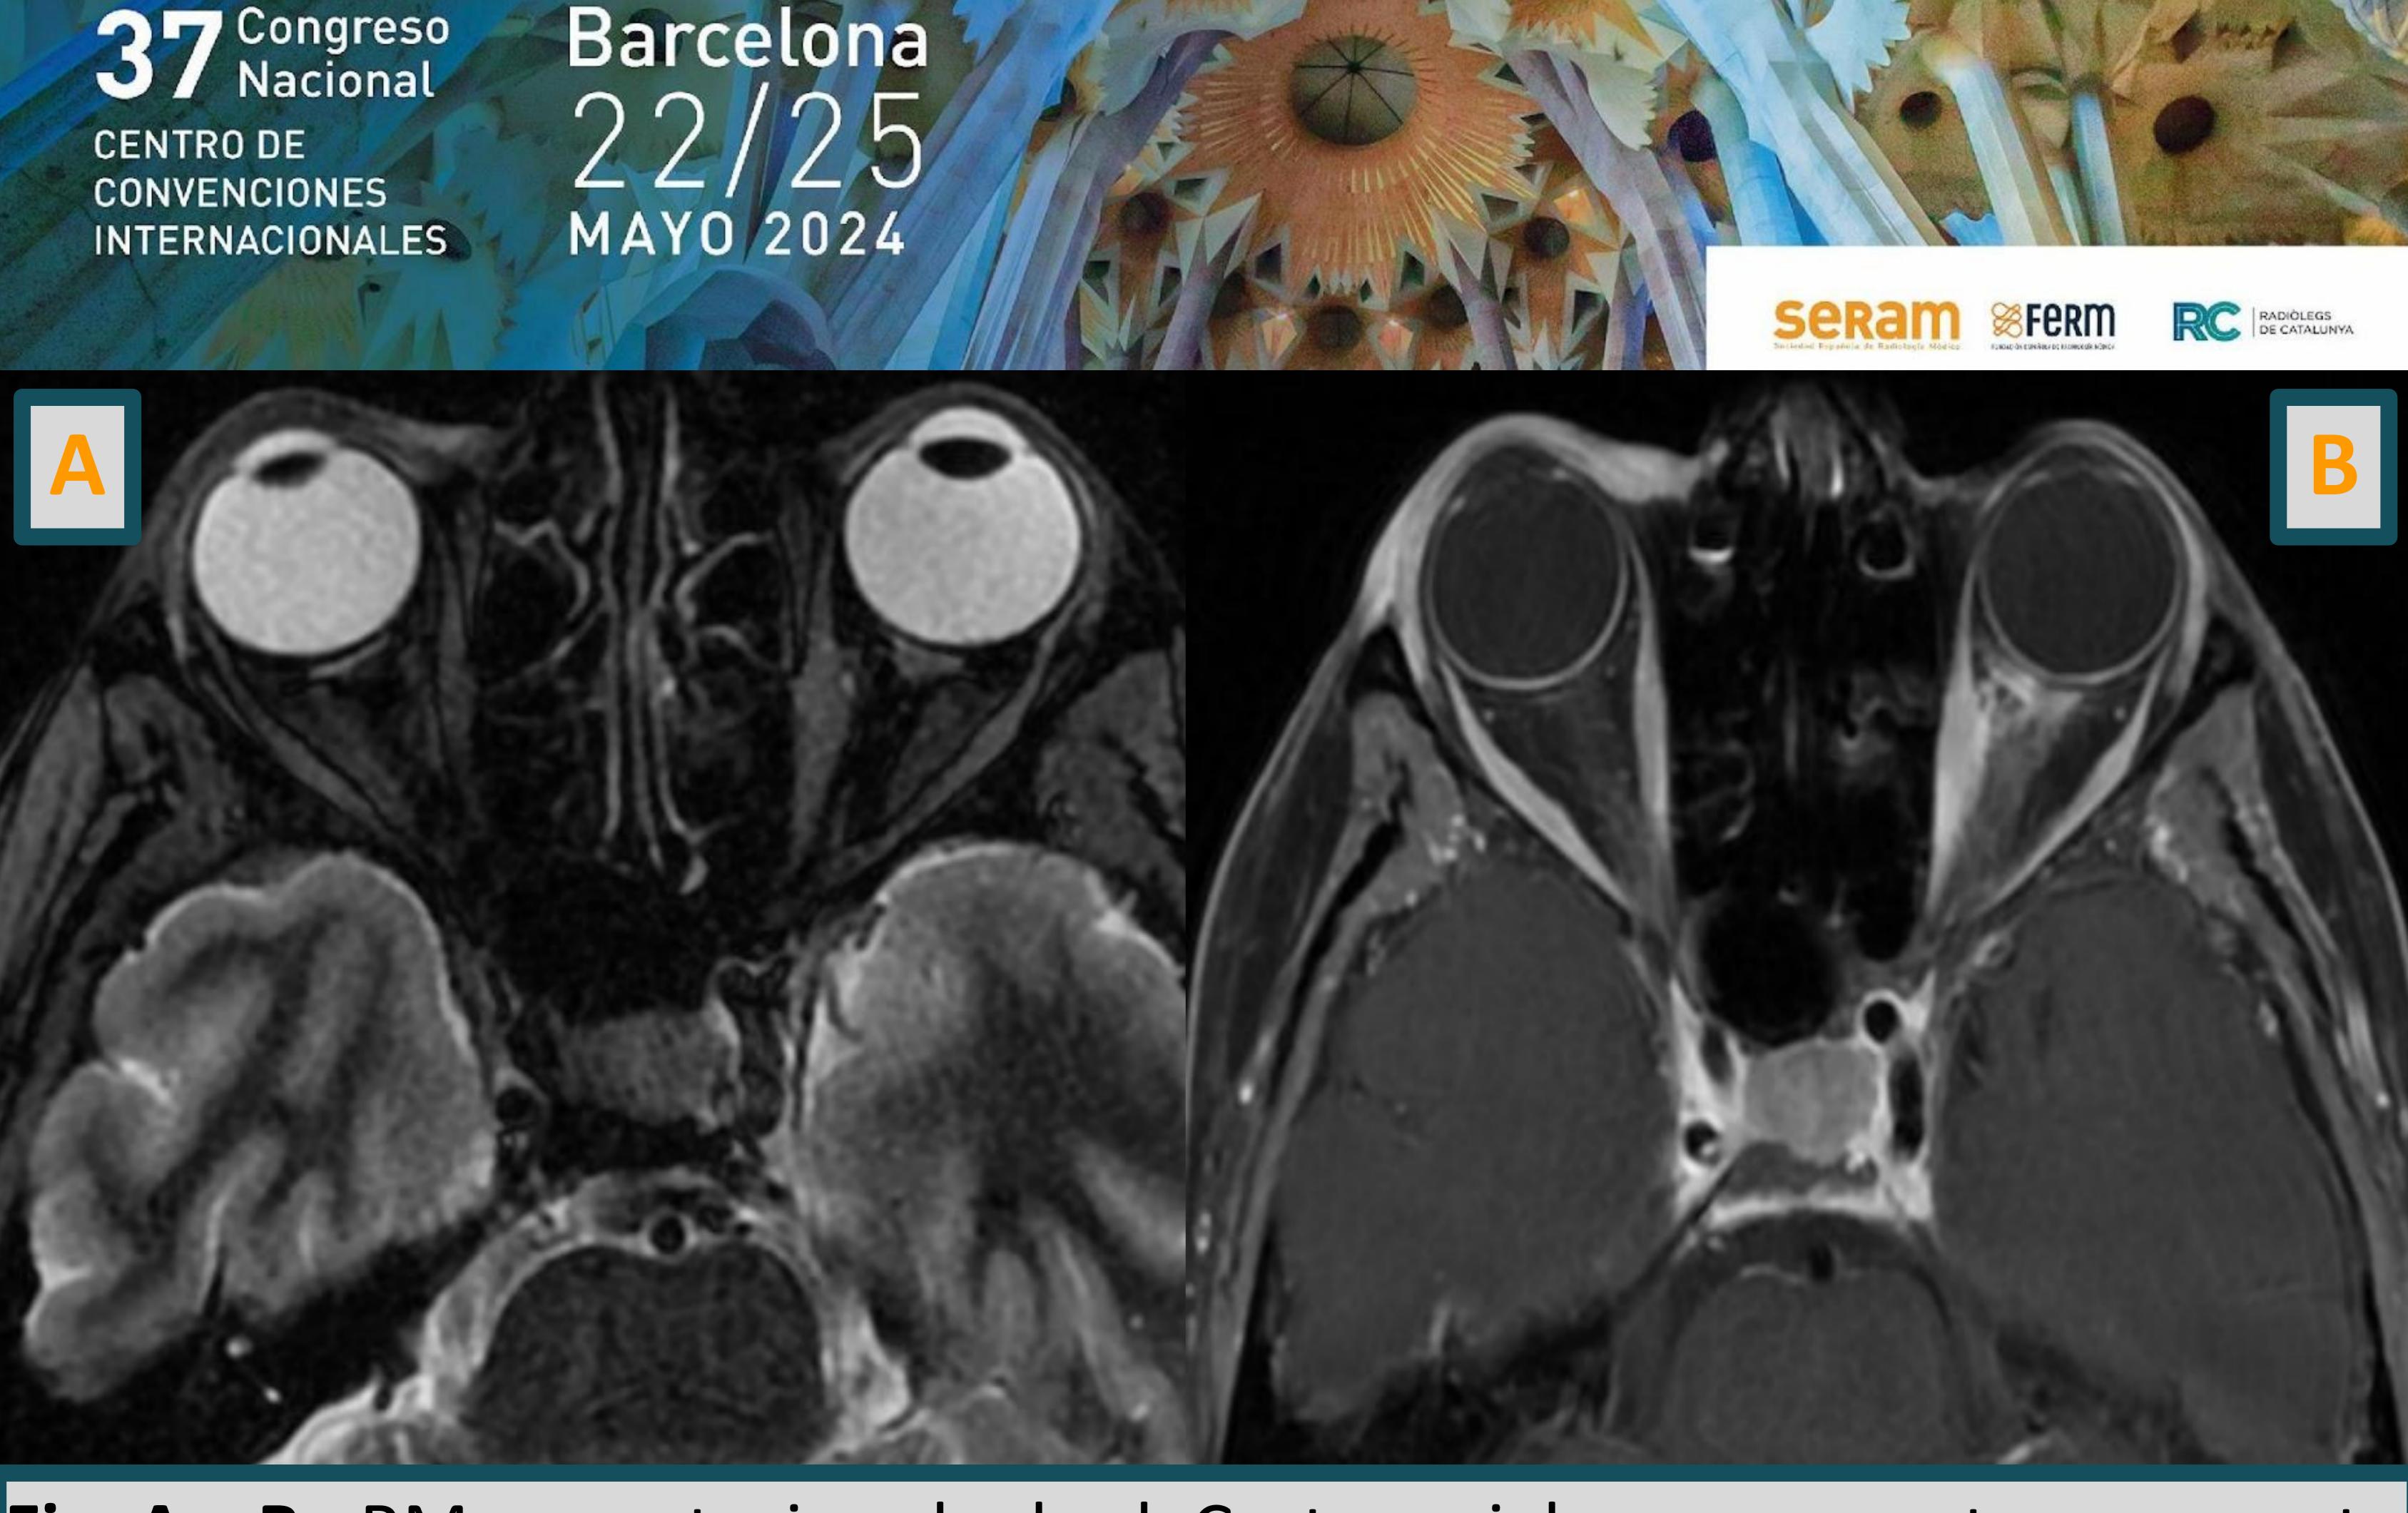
A y B: RM por pstosis palpebral. Cortes axiales que muestran aumento del espesor y de la señal del tejido celular subcutáneo preseptal derecho, del músculo recto interno izquierdo y de la grasa intraconal adyacente
